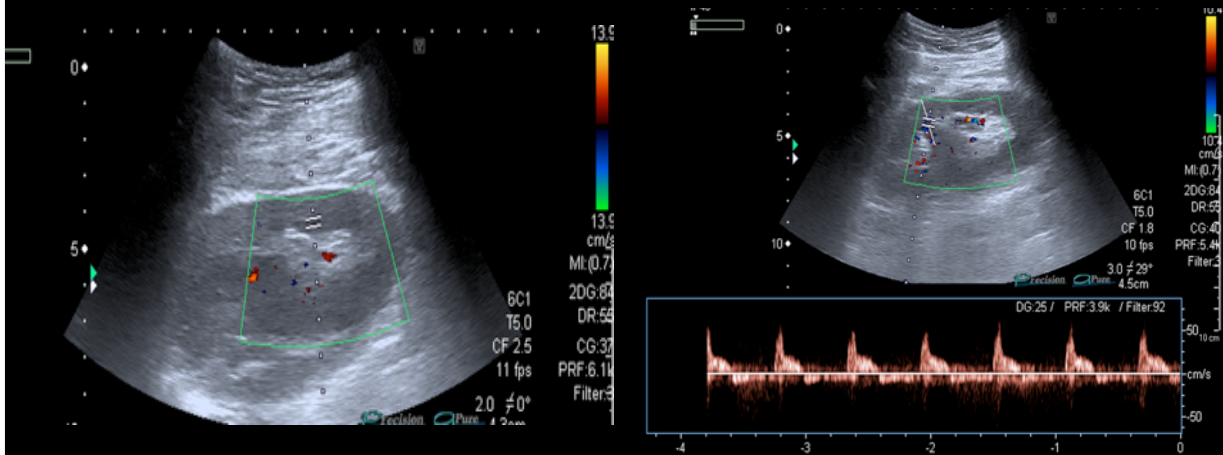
Ecografía-Doppler. Se visualiza injerto renal de aspecto globuloso con colección heterogénea periinjerto. En modo Doppler se evidencia en varios puntos flujos arteriales con inversión diastólica e índices de resistencia por encima de 1. No se identifica la vena renal.
